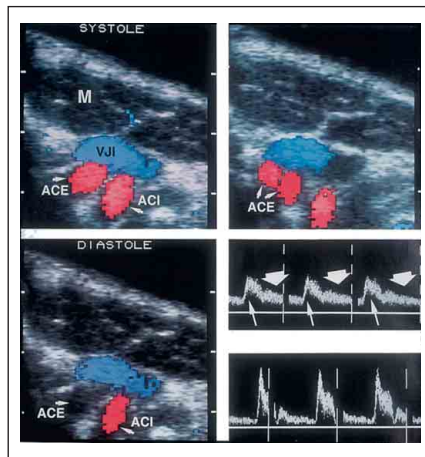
A. carotis interna und A. carotis externa: Unterschied mit Dopplerkurven
